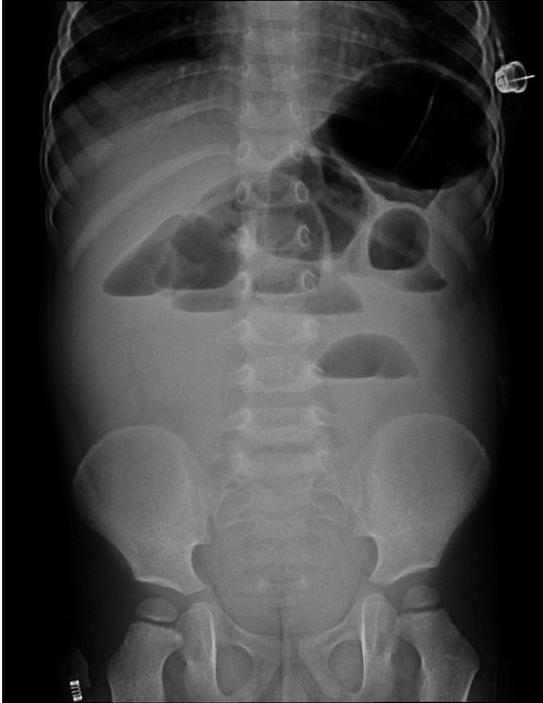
Radiografia simples do abdômen: evidência de distensão intestinal e presença de vários níveis hidroaéreos.
